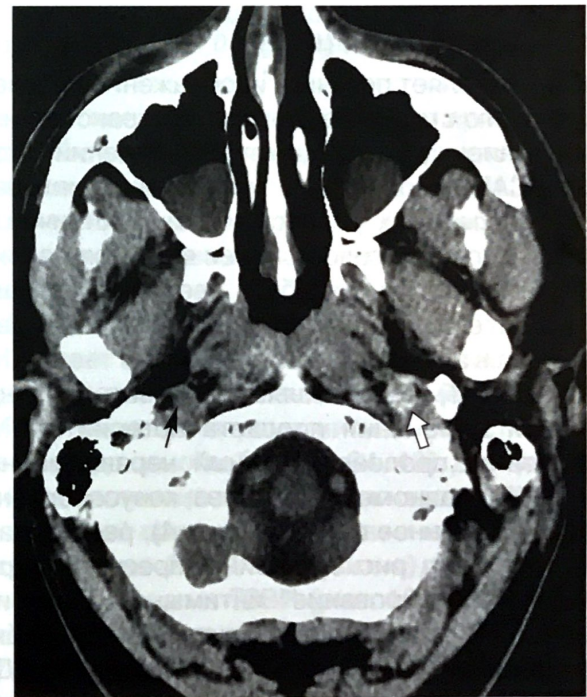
Компьютерная томограмма головного мозга (W80, L40). В проекции шейной части левой ВСА выявляется зона (стрелка) округлой формы с четкими контурами повышенной плотности (78 ед.Н), которая соответствует ИМГ; наружный диаметр артерии увеличен по сравнению с контралатеральной ВСА (тонкая черная стрелка).
